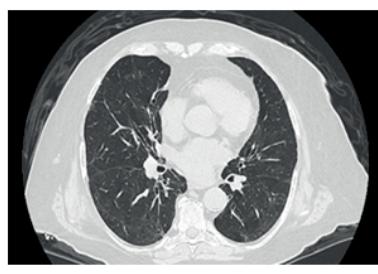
Компьютерная томография органов грудной клетки от 04.01.2021 г. и 08.09.2021 г., аксиальные срезы в легочном «окне»
